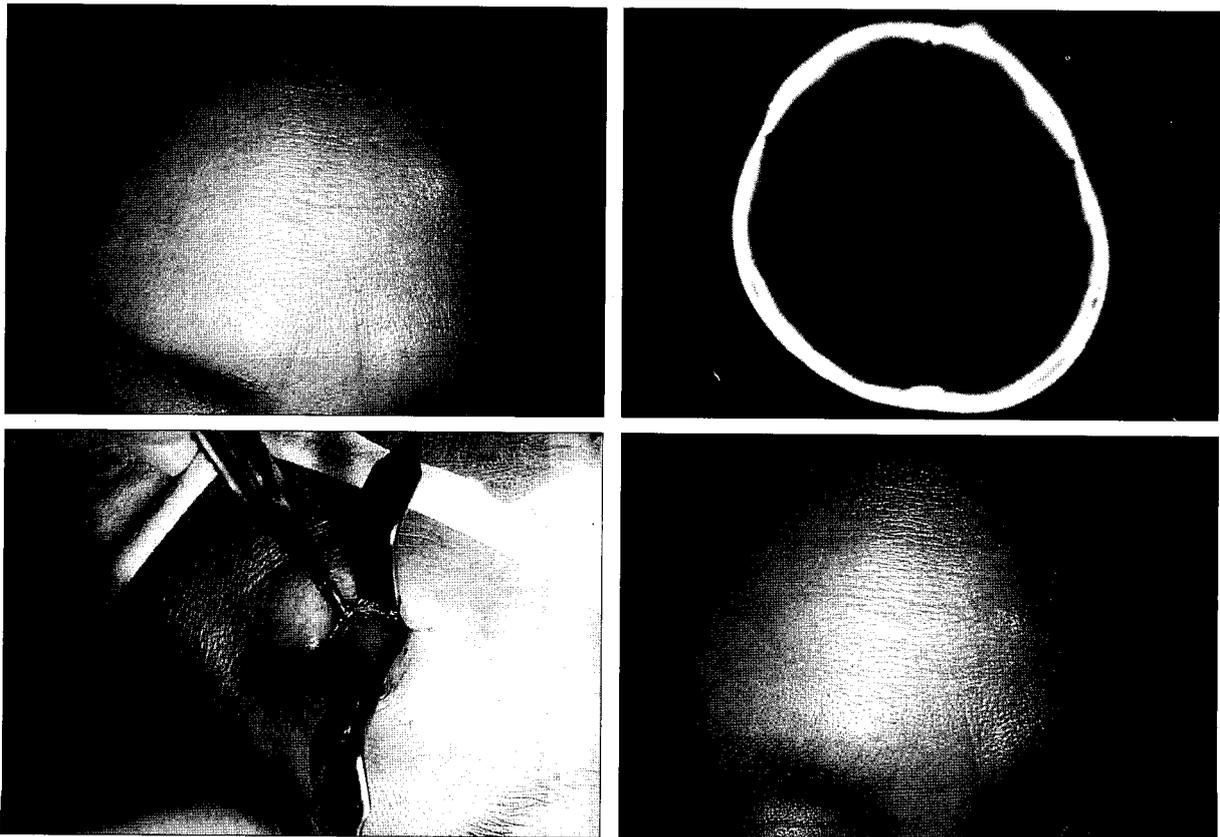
(Above, left) Preoperative photography of a 39-year-old female with one osteoma at forehead midline. (Above, right) Preoperative CT scan. (Below, left) Intraoperative view. (Below, right) Postoperative photography.
